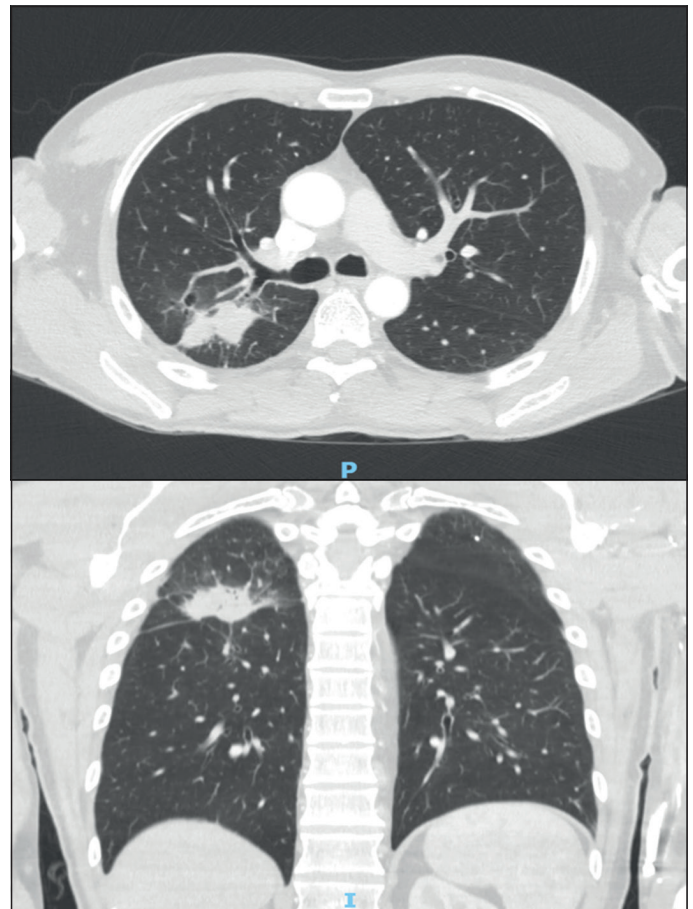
Tomografía de tórax con consolidación, bronquiectasias cilíndricas y árbol en gemación en lóbulo superior derecho en paciente con nocardiosis pulmonar.
